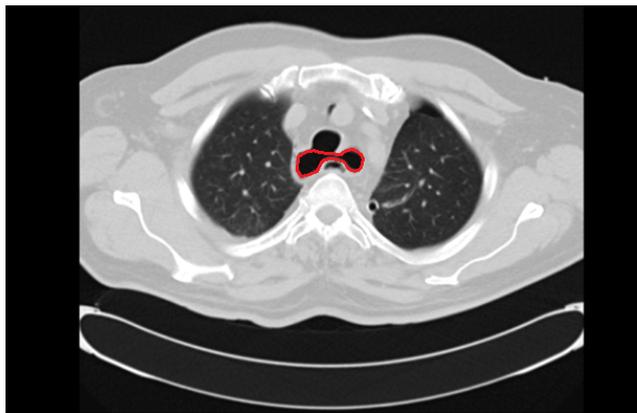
КТ груди на первые сутки после повреждения. Отмечен широкий дефект задней стенки трахеи с формированием пневмомедиастинума. Также имеется незначительный левосторонний пневмоторакс – послеоперационные изменения
